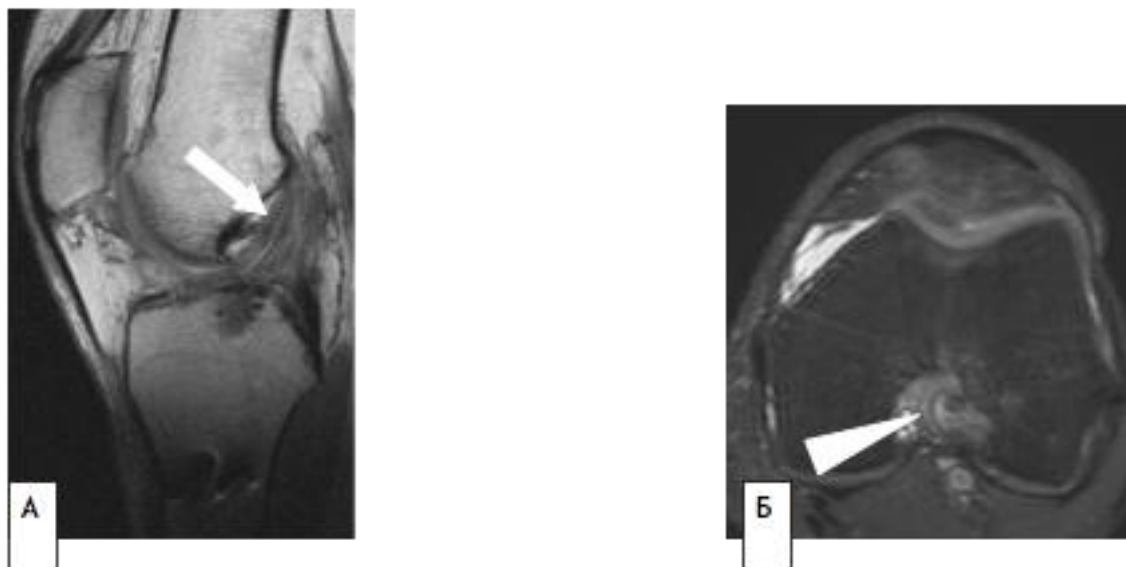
МР-томограммы коленного сустава через 6 месяцев после артроскопической пластики ПКС: А – диффузное повышение МР-сигнала от трансплантата на T2ВИ в сагиттальной плоскости и увеличение его диаметра (белая стрелка); Б – повышение МР-сигнала от окружающих внутрисуставных тканей на PD FS в аксиальной плоскости (белая треугольная стрелка).
